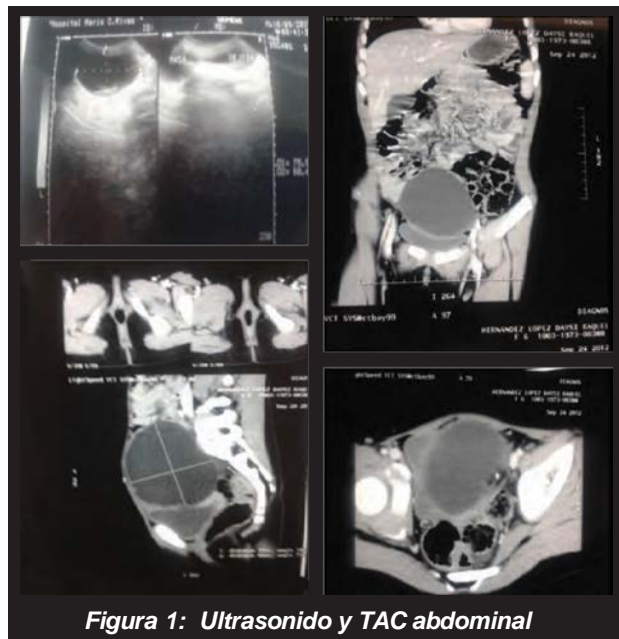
Ultrasonido y TAC abdominal
